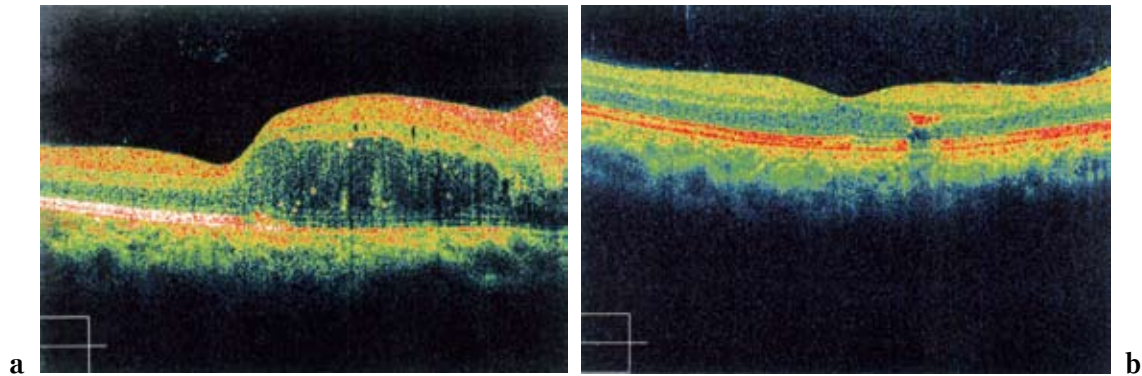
a:平成20年10月31日の右眼底,黄斑浮腫のOCT(optical coherence tomograph)光干渉断層計所見
